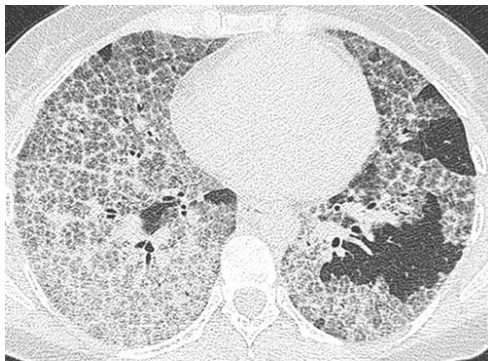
Transversaler CT Scan zeigt ein Kopfsteinpflaster-Muster (24).
